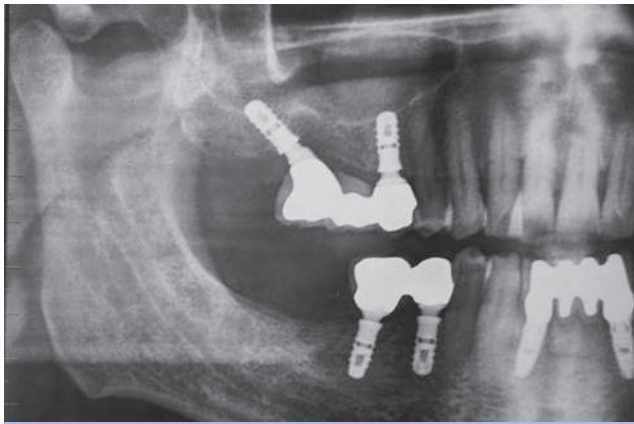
Follow up radiografico a 3 anni dal carico
